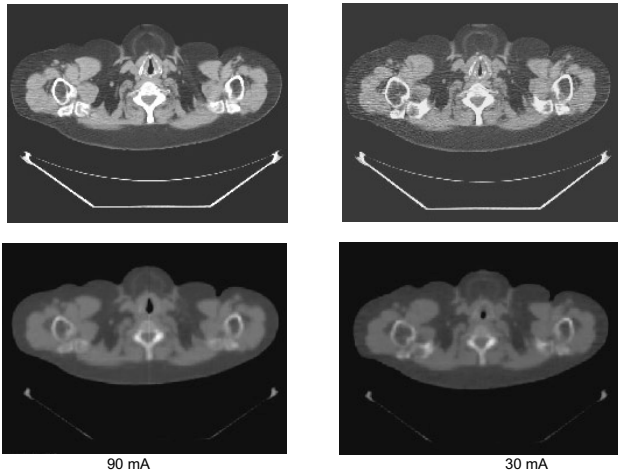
Sezioni TC (*in alto*) e corrispondenti mappe di attenuazione (*in basso*) acquisite a 90 mA (*a sinistra*) e 30 mA (*a destra*)
